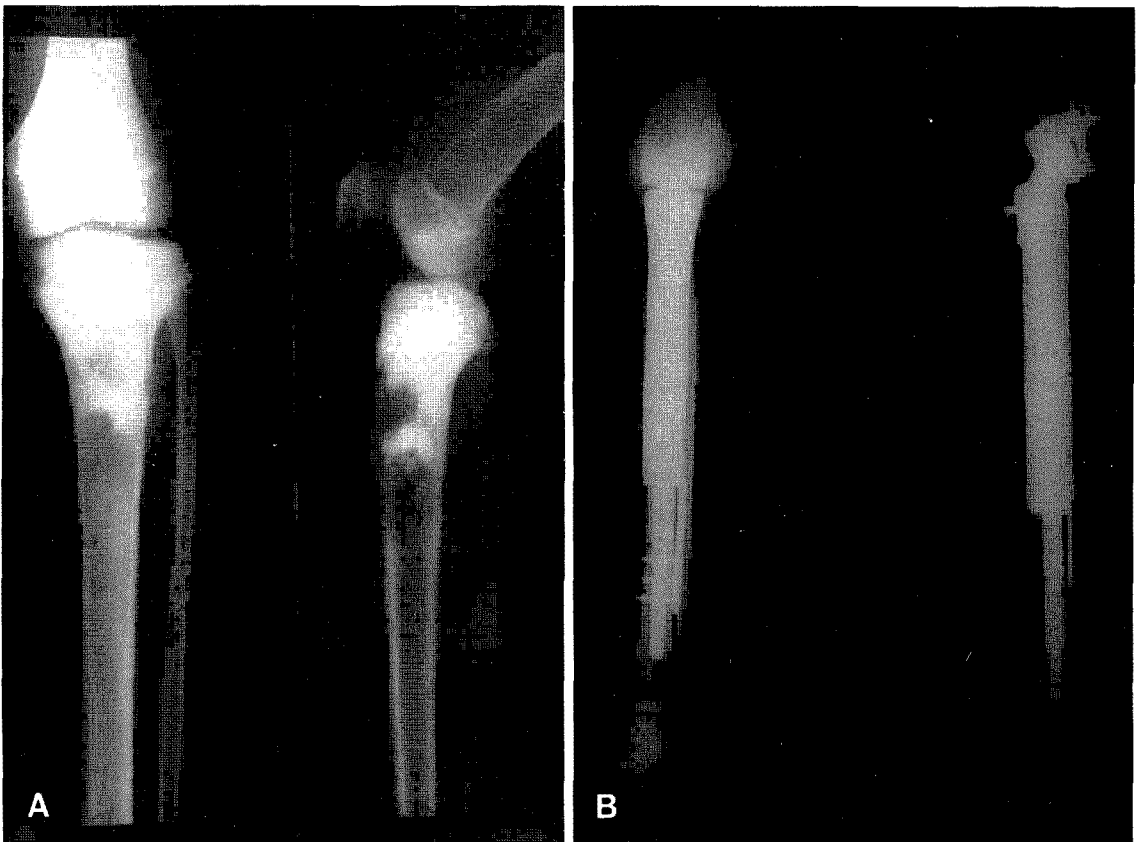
Preoperative radiographs in a 15-year-old boy, with a stage IIB osteosarcoma occupying proximal tibia.
